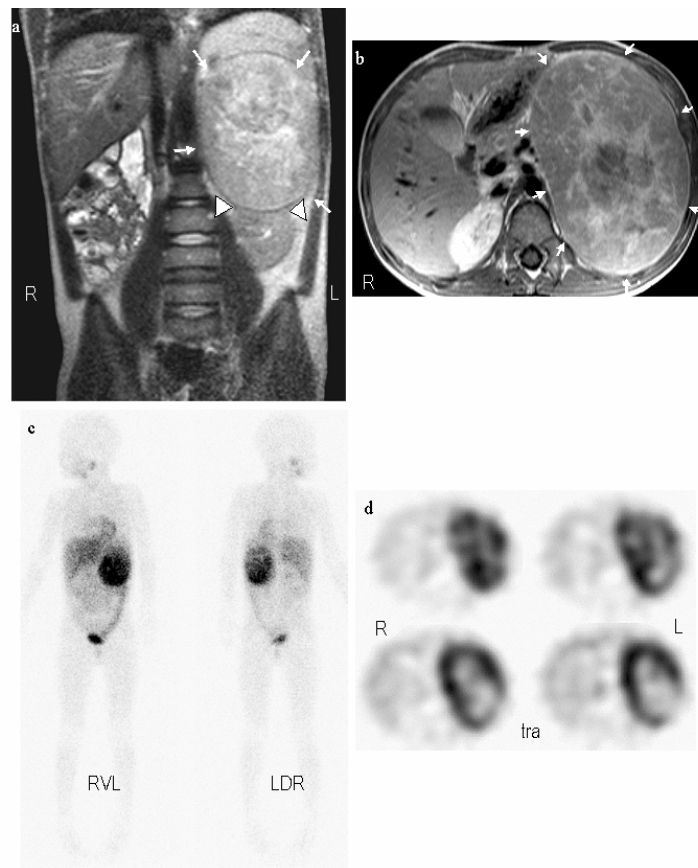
Falsch-negativer MRT-Befund. 6-jähriger Junge mit großem adrenalem Neuroblastom.
